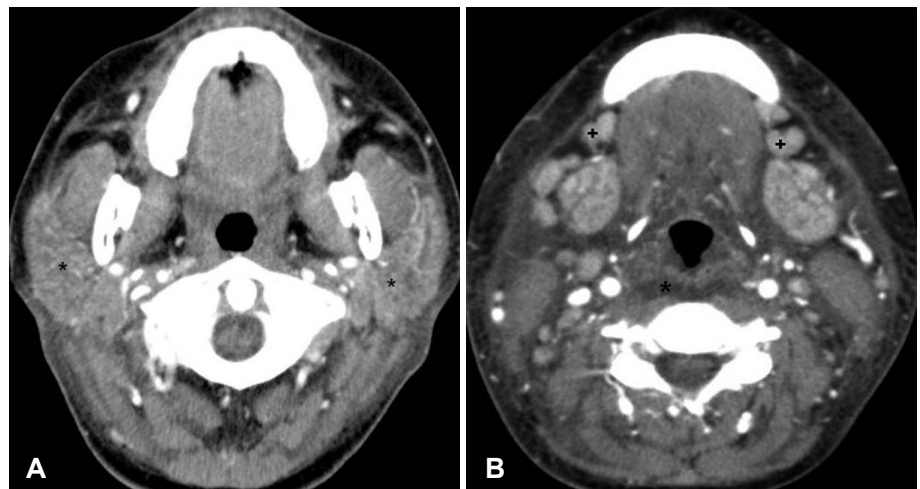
Enhanced axial CT showing heterogeneously enhanced parotid gland (asterisks) (A). Enhanced axial CT showing multiple enlarged lymph nodes (pluses) and diffuse hypodense lesion in deep neck space (asterisk) (B).
